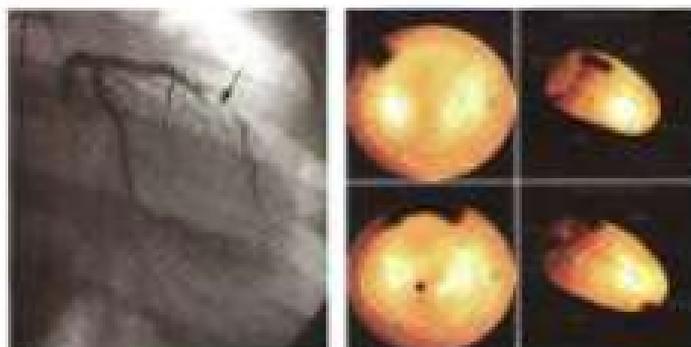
Систолическая контрастация ПМОНА на коронарограмме (слева). Области перфузии при стрессе (справа сверху) и в спокойном состоянии (справа снизу) при коронарной артерии с стенозом [161]
